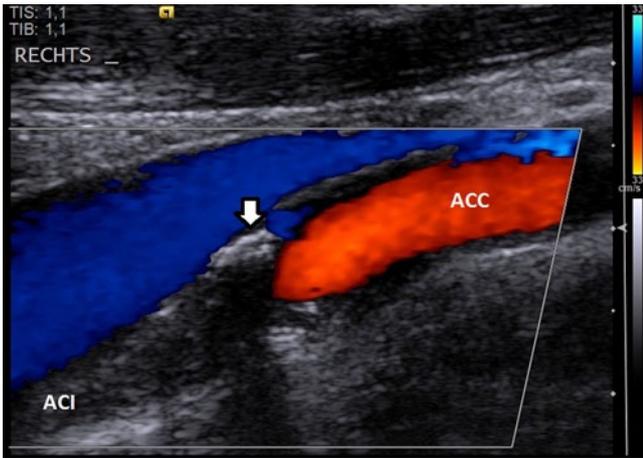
▲ Selten findet sich beim Screening ein Verschluss der ACI als asymptomatischer Zufallsbefund. Die ACC ist offen, der Verschluss beginnt am Abgang der ACI (Pfeil): hier finden sich atherosklerotische Plaques, weiter kranial ist das Gefäß durch einen homogen echoarmen Thrombus verschlossen, Farbdopplersignale sind im Lumen der ACI auch bei empfindlicher Geräteeinstellung nicht nachweisbar. ACC A. carotis communis, ACI A. carotis interna
